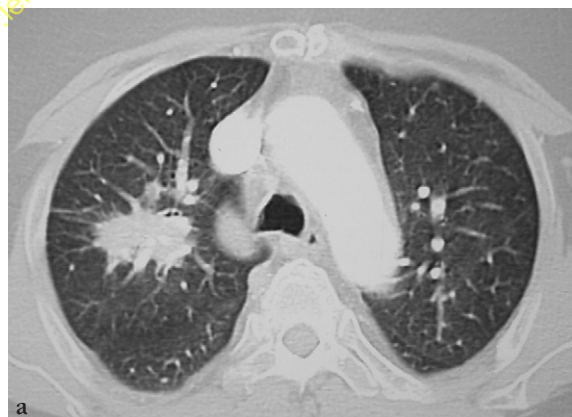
Masse sus-hilaire droite chez un malade greffé rénal. a. TDM en fenêtre parenchymateuse et b. médiastinale avec injection montrant l'inclusion des vaisseaux sus-hilaires dans la masse. Refus de ponction transthoracique. La biopsie chirurgicale met en évidence une nocardiose.
